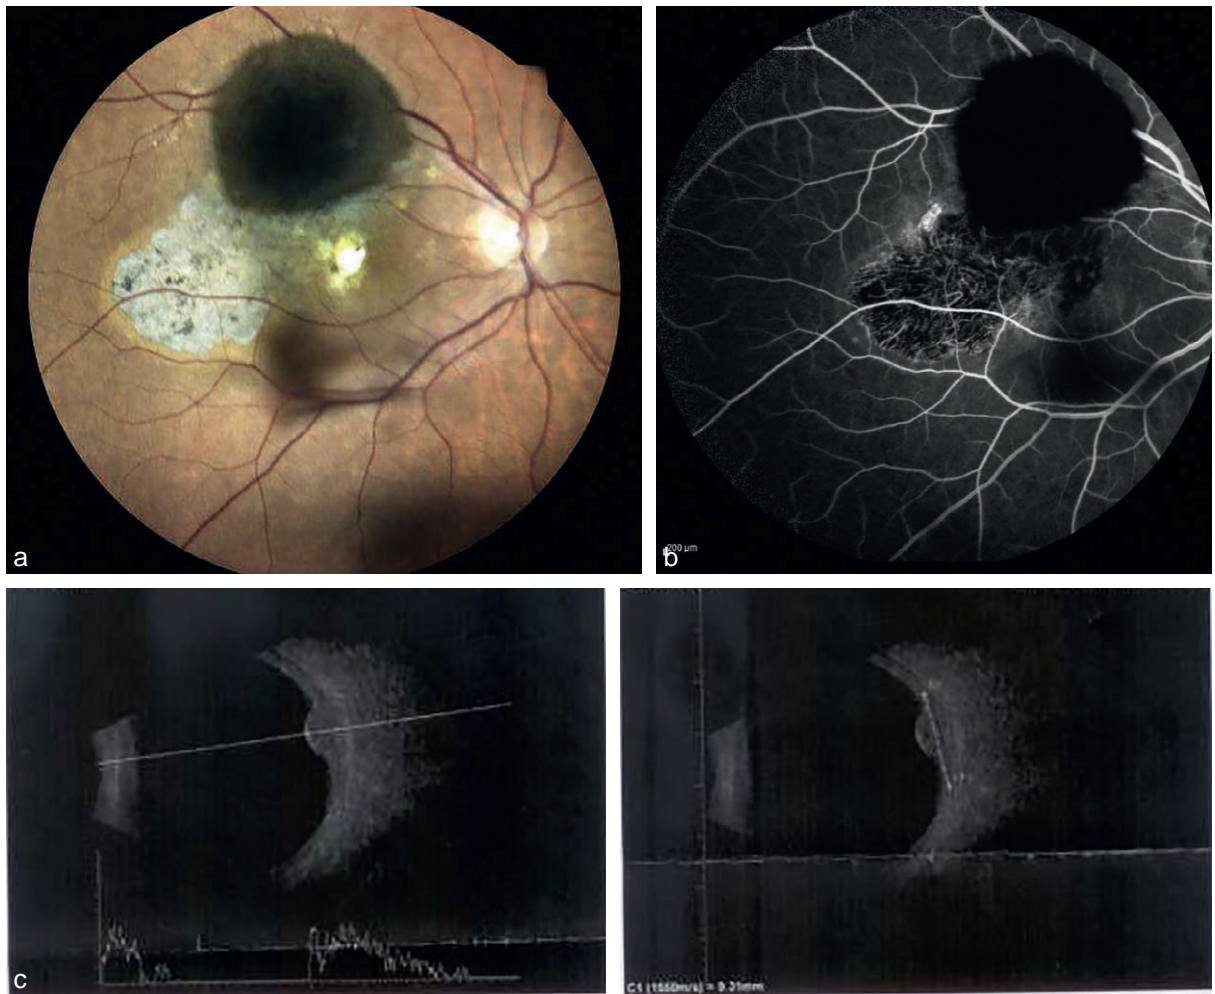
Mélanocytome de la choroïde sur la rétinothographie (a).* On note une lésion très pigmentée avec un aspect en plumes de canard, la dispersion de pigment dans le vitré et l'atrophie de l'aire maculaire. En angiographie à la fluorescéine (b), la lésion masque les vaisseaux rétiniens. En échographie (c), la lésion est hyperéchogène.
